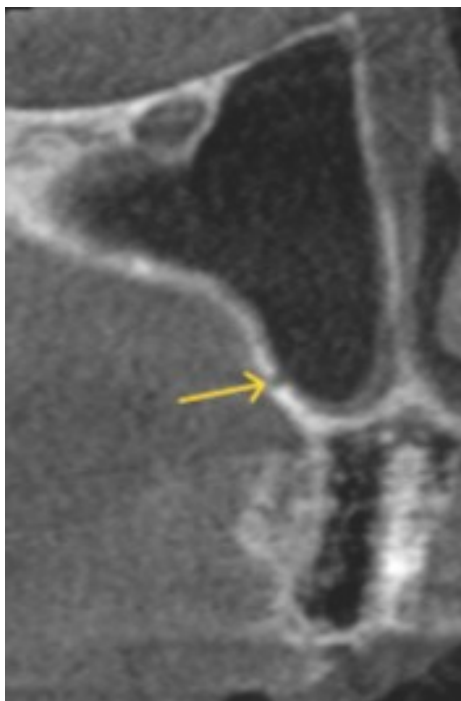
Coupe d'un cone beam dans un plan frontal illustrant l'artère alvéolo-antrale intra-sinusienne dans un sinus maxillaire droit (images obtenues dans le service d'odontologie du CHU de Lille).
